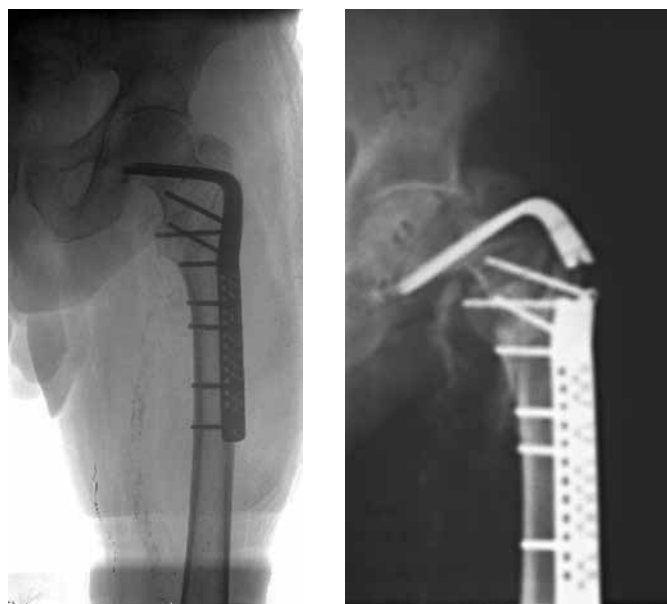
Рентгенограммы больного Б-ва после металлоостеосинтеза чрезвертельного перелома бедренной кости (а), и перелом металлоконструкции того же больного после повторной травмы (б)
